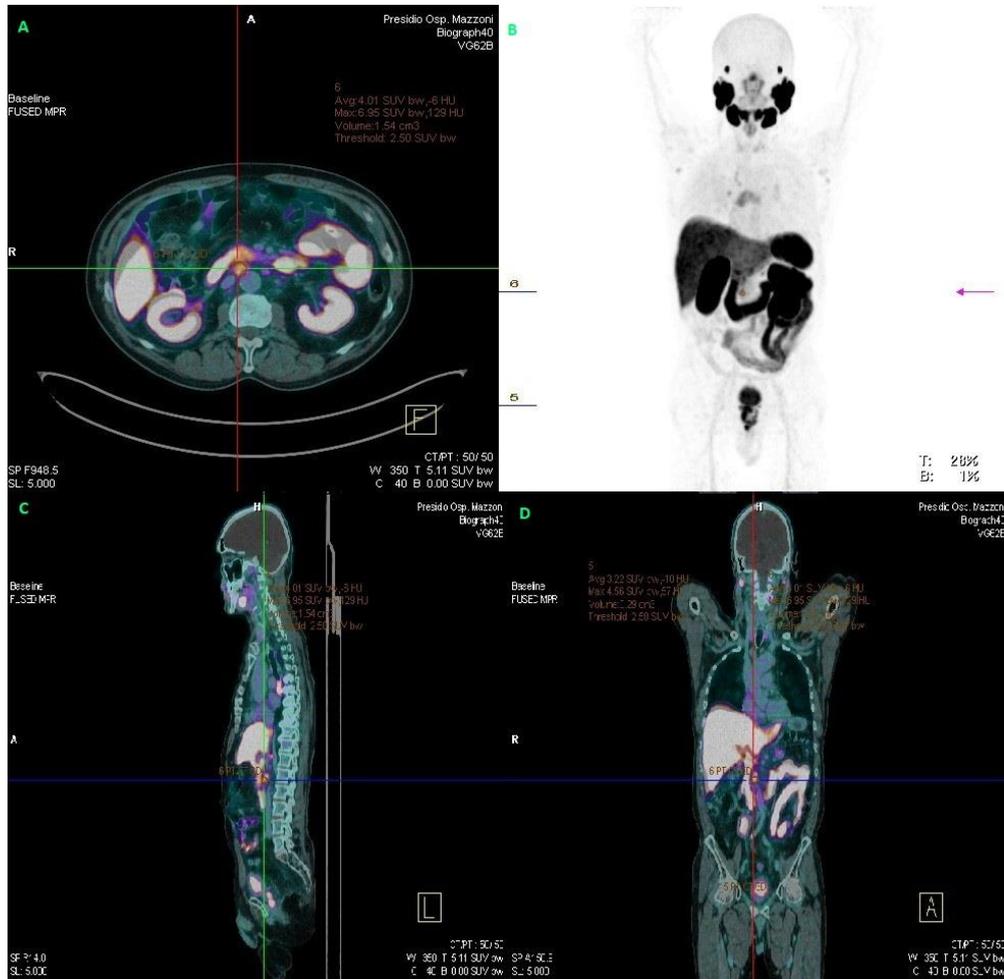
CASO CLINICO 2. Riquadri A (assiale), C (sagittale), D (coronale) relativi alla FUSED MPR della PET/CT-1; B) 3D MIP della PET/CT-1.
